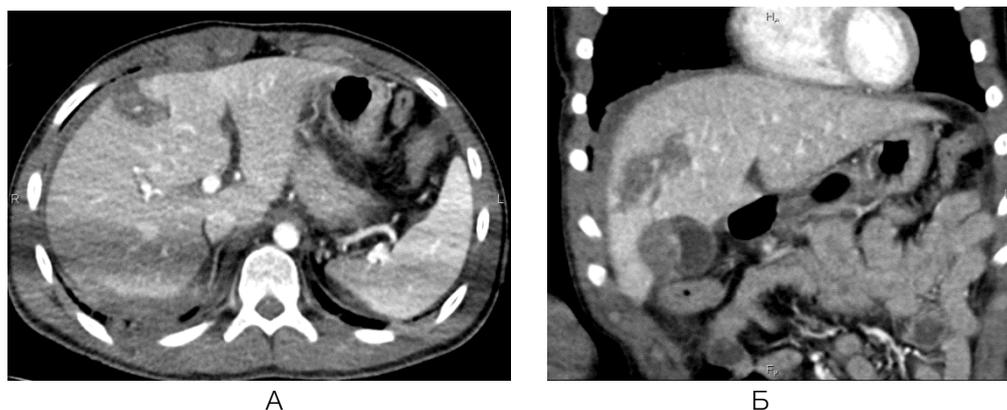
МСКТ «всего тела» по протоколу разделенного болюса. Множественные разрывы печени с активным кровотоком у этого же пациента. А. Компьютерная томограмма в аксиальной плоскости. Глубокий разрыв печени в S5. Б. Реконструкция в фронтальной плоскости; глубокий разрыв печени с наличием гематомы в области дна и тела желчного пузыря
